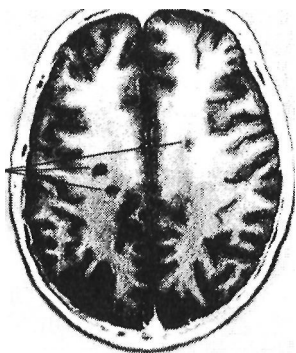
МРТ головного мозга при РС: более трех типичных очагов демиелинизации в субкортикальных зонах мозга
